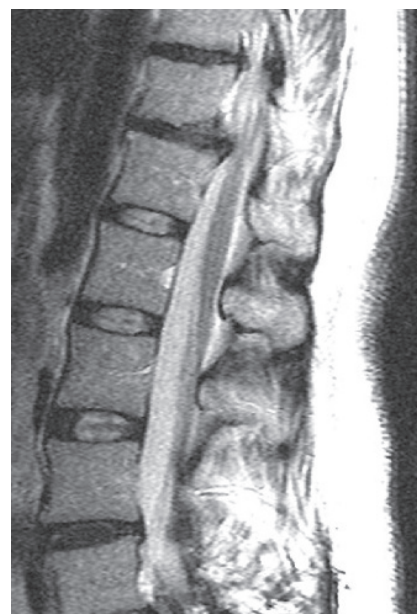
МРТ обследование поясничного отдела позвоночника пациента 55 лет
